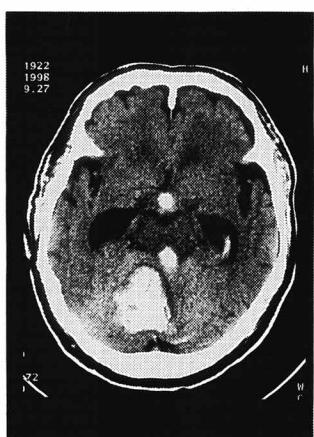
CT images of 76 years old man with intracerebellar hematoma associated with intraventricular hemorrhage. (Table1, the last case) A;intracerebellar hematoma, B;intracerebellar hematoma with intraventricular hemorrhage.
